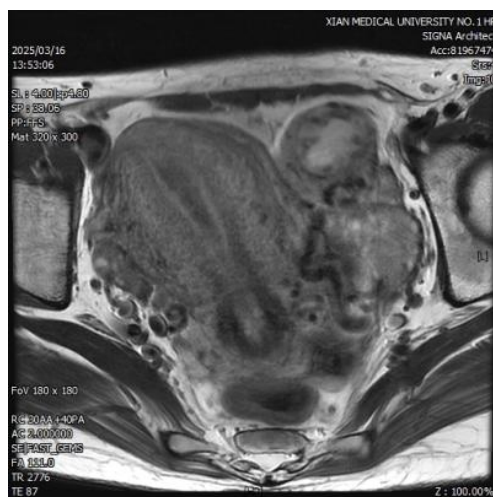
Magnetic resonance imaging (MRI) of the patient (axial view)
